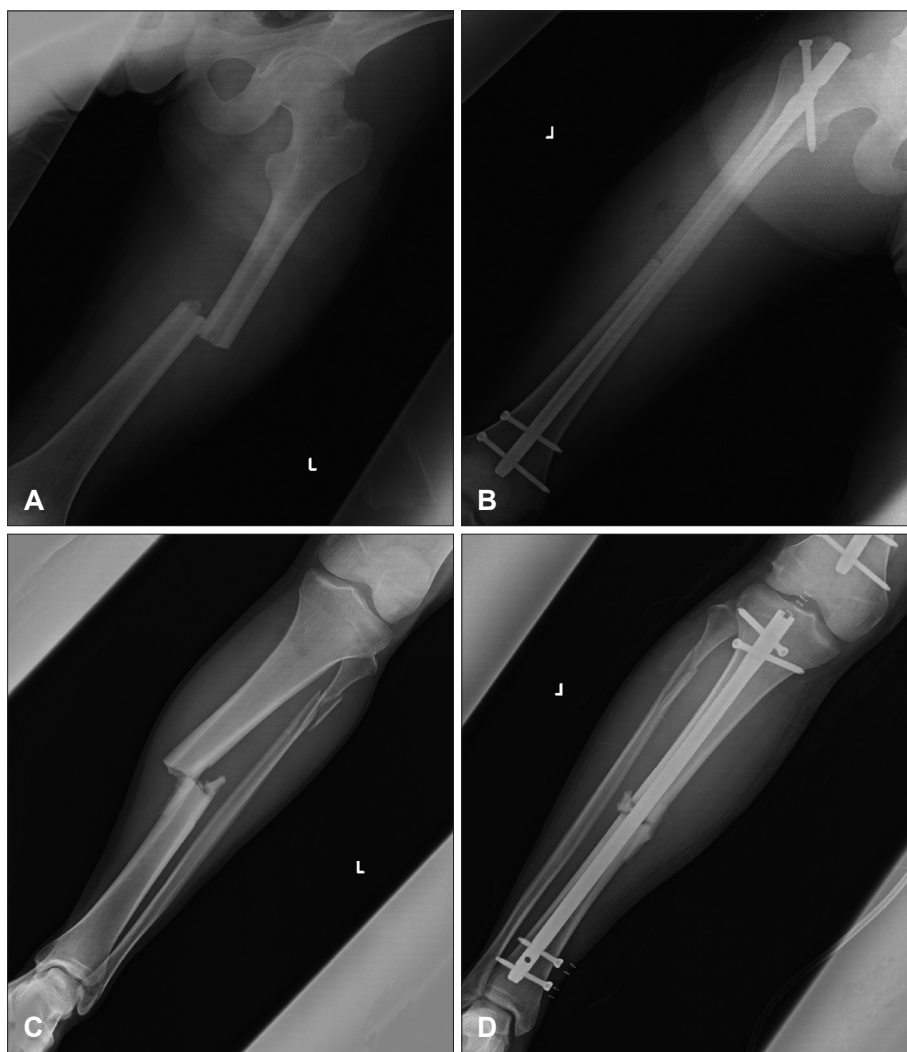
Simple radiographs of the left leg. Shaft fracture and dislocation (A) and postoperative intramedullary nailing (B) on the left femur. Left tibial and fibular fractures (C) and intramedullary nailing on the tibia (D).
